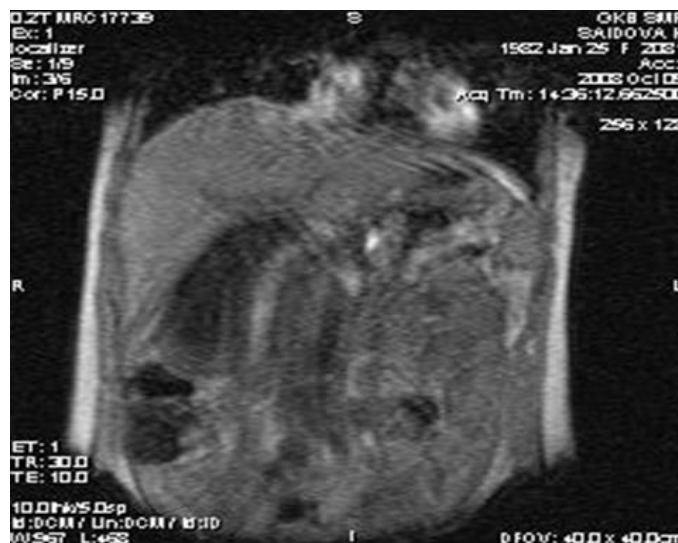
МРТ. Острый калькулёзных холецистит.
